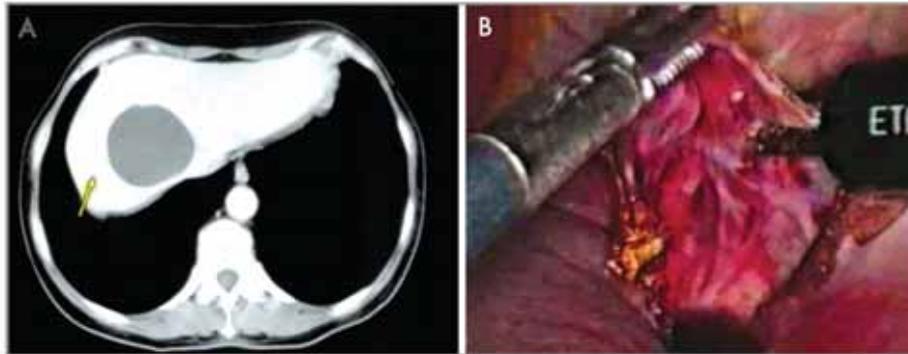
Quiste simple. A. TAC lesión quística del segmento VIII; B. Fenestración por laparoscopia.
